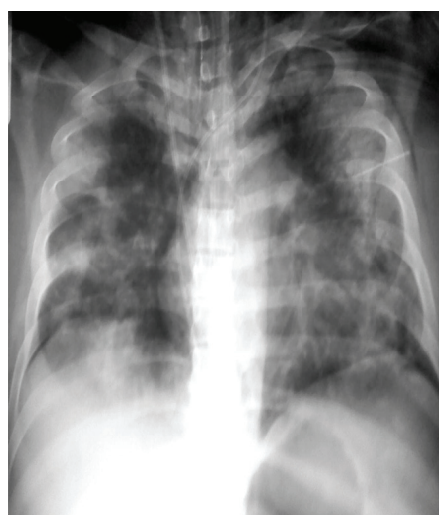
AP chest radiograph eighth day (11/06/12).
